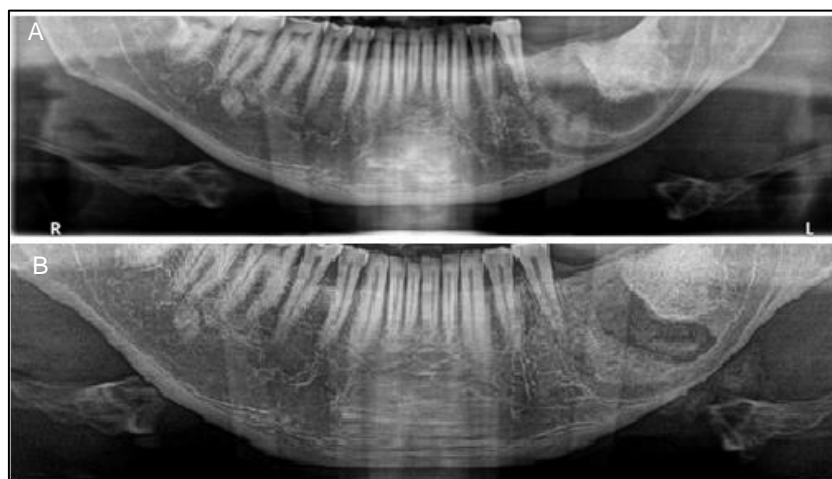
Radiografia panorâmica pré-operatória (A) e pós-operatório de 30 dias (B).
